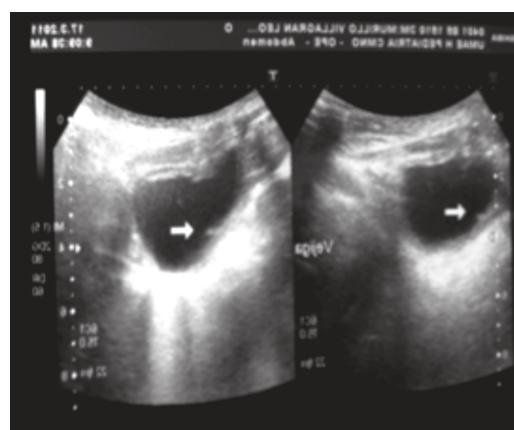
Ultrasonido posquirúrgico sin evidencia de divertículo.
